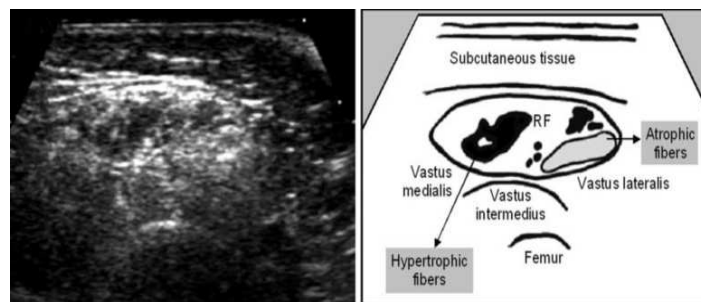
Músculo quadríceps esquerdo num doente com atrofia muscular espinhal. É evidente, a distribuição heterogénea do aumento da intensidade dos ecos, e o aumento do diâmetro do tecido subcutâneo⁽³⁾. In: Pillen, S et al. *Muscle Ultrasound in Neuromuscular Disorders*. Muscle & Nerve. 2008, Vols. 37: 679-693.
